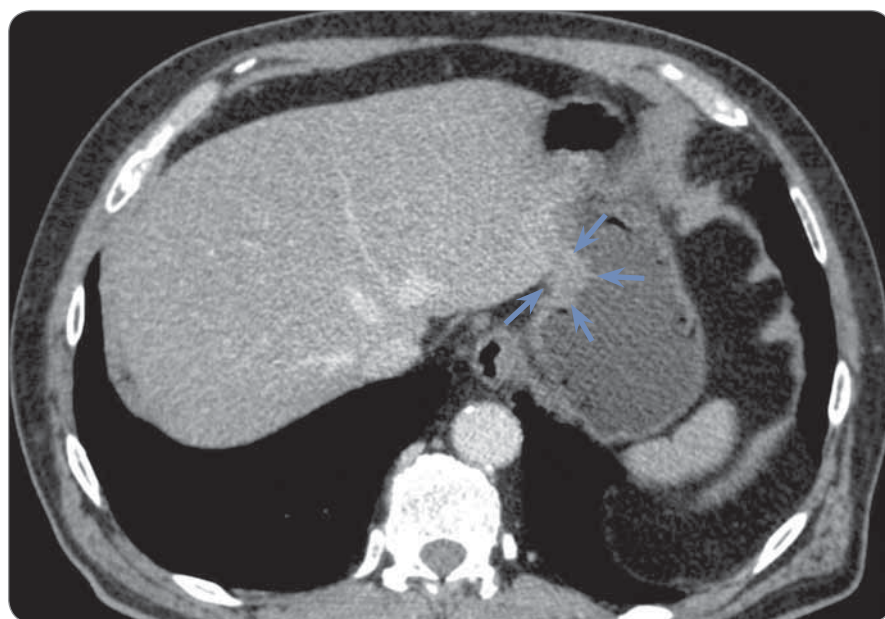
An axial contrast-enhanced CT image at the level of the abdomen shows tumour of the gastric fundus (blue arrows).
